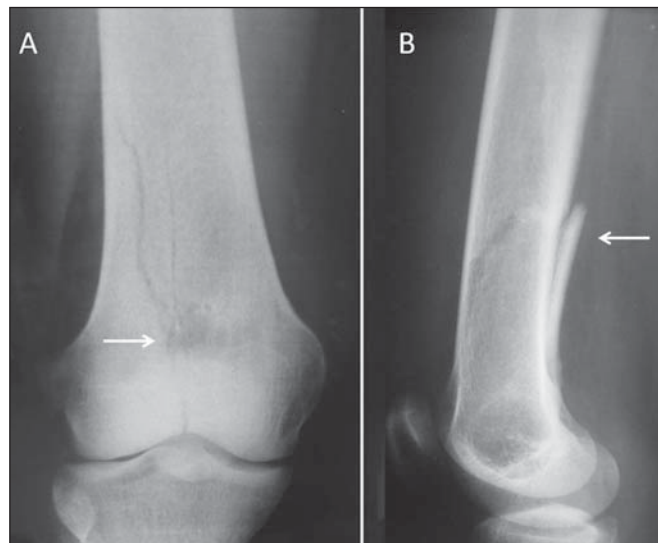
Adulto jovem previamente assintomático com episódio de dor e limitação funcional aguda no joelho direito após trauma banal. Radiografia simples do joelho em anteroposterior (A) mostra pequena lesão lítica arredondada, com pequenos pontos de calcificação dentro da lesão, limites precisos e sem halo de esclerose, no fêmur distal (seta), associada a traço de fratura metafisária (seta em B) centrada na lesão, com extensão articular, caracterizando uma fratura em osso patológico.
